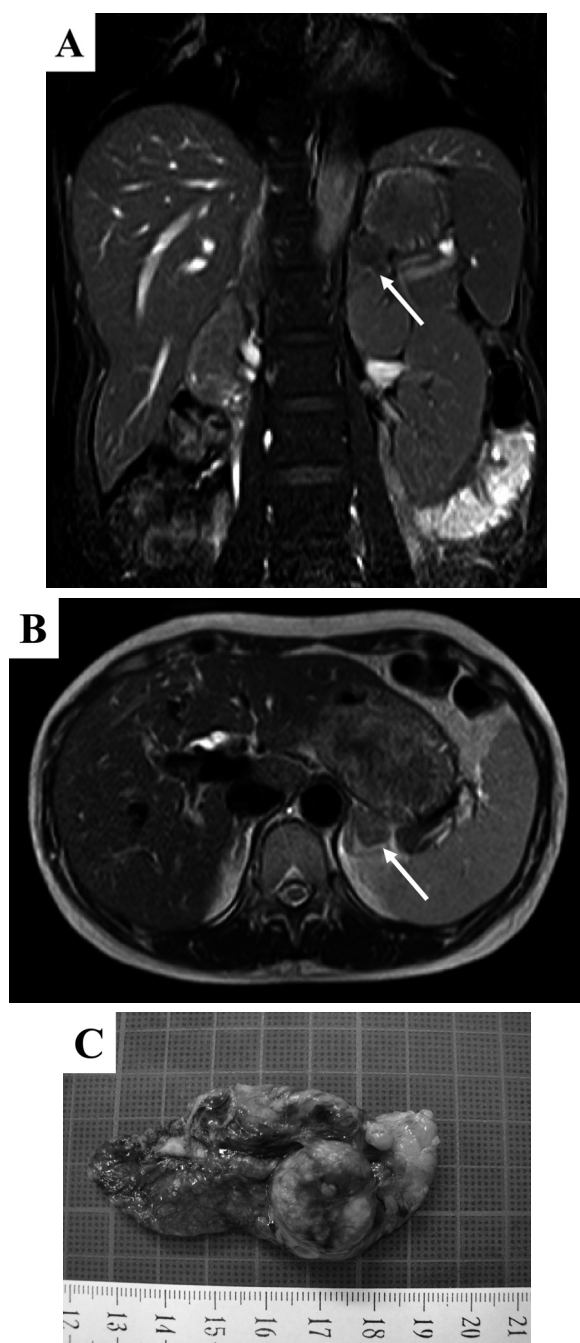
MRI (T2-weighted image) (A), MRI (T1-weighted image) (B) and gross appearance of resected left adrenal and tumor (C).
